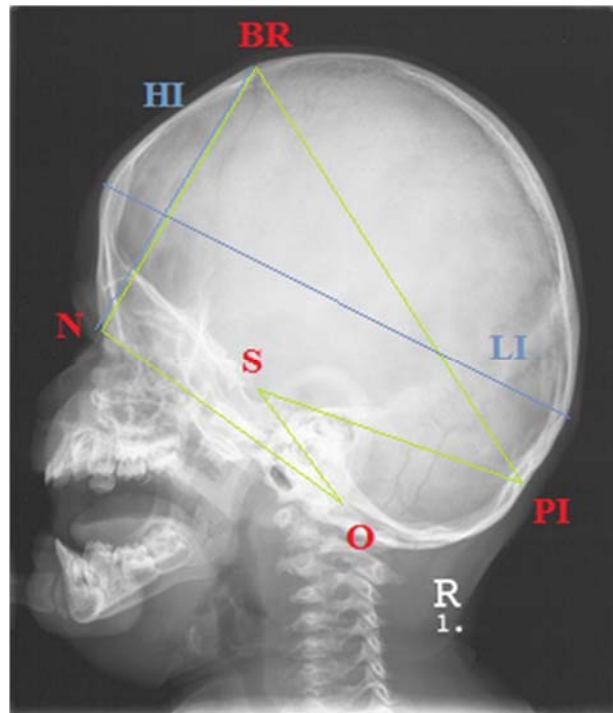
Latero-laterale Röntgenaufnahme.
